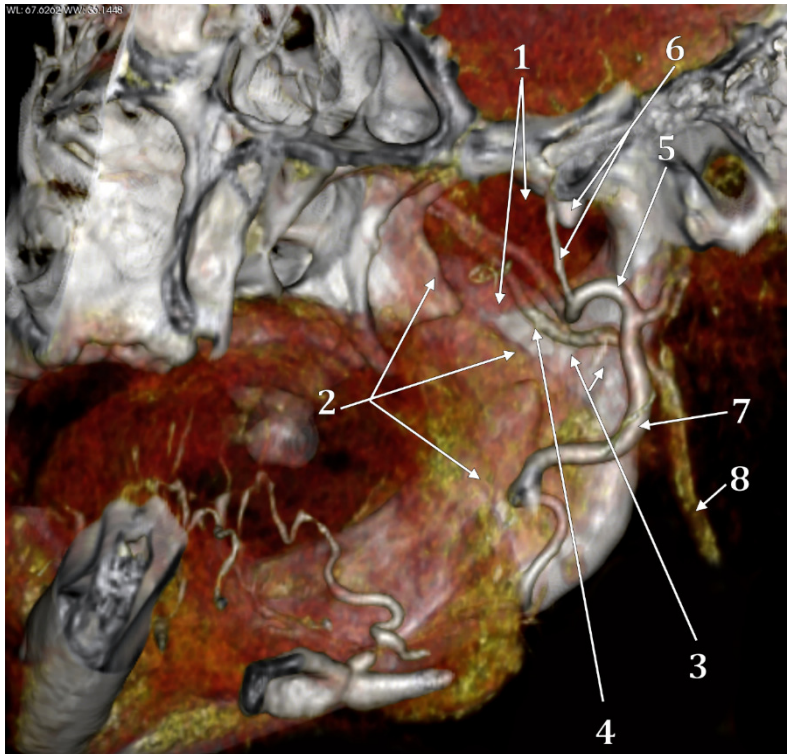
Triunghiul interpterigoidian (vezi și figura precedentă). Randare tridimensională CT, vedere infero-medială. 1.m.pterigoidian lateral; 2.m.pterigoidian medial; 3.triunghiul interpterigoidian; 4.vena maxilară; 5.artera maxilară; 6.spina sfenoidului, a.meningee medie; 7.a.carotidă externă; 8.v.retromandibulară.
